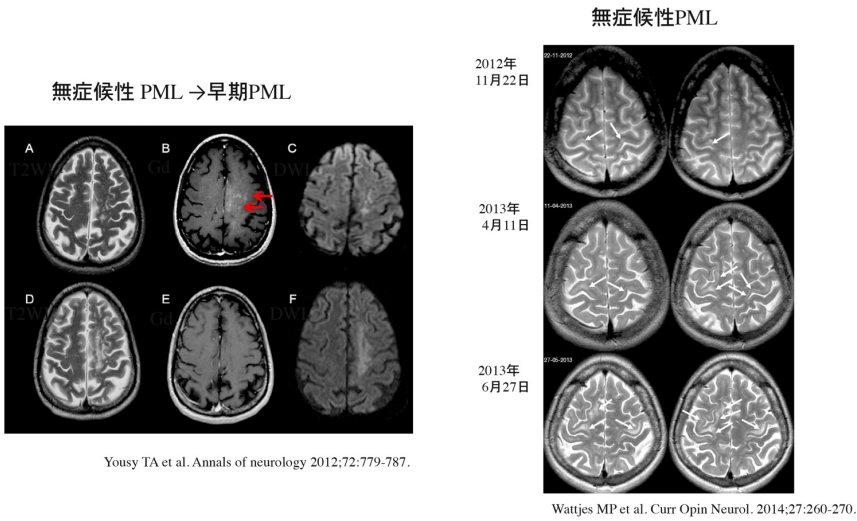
ナタリズマブ関連asymptomatic PMLの頭部MRI
